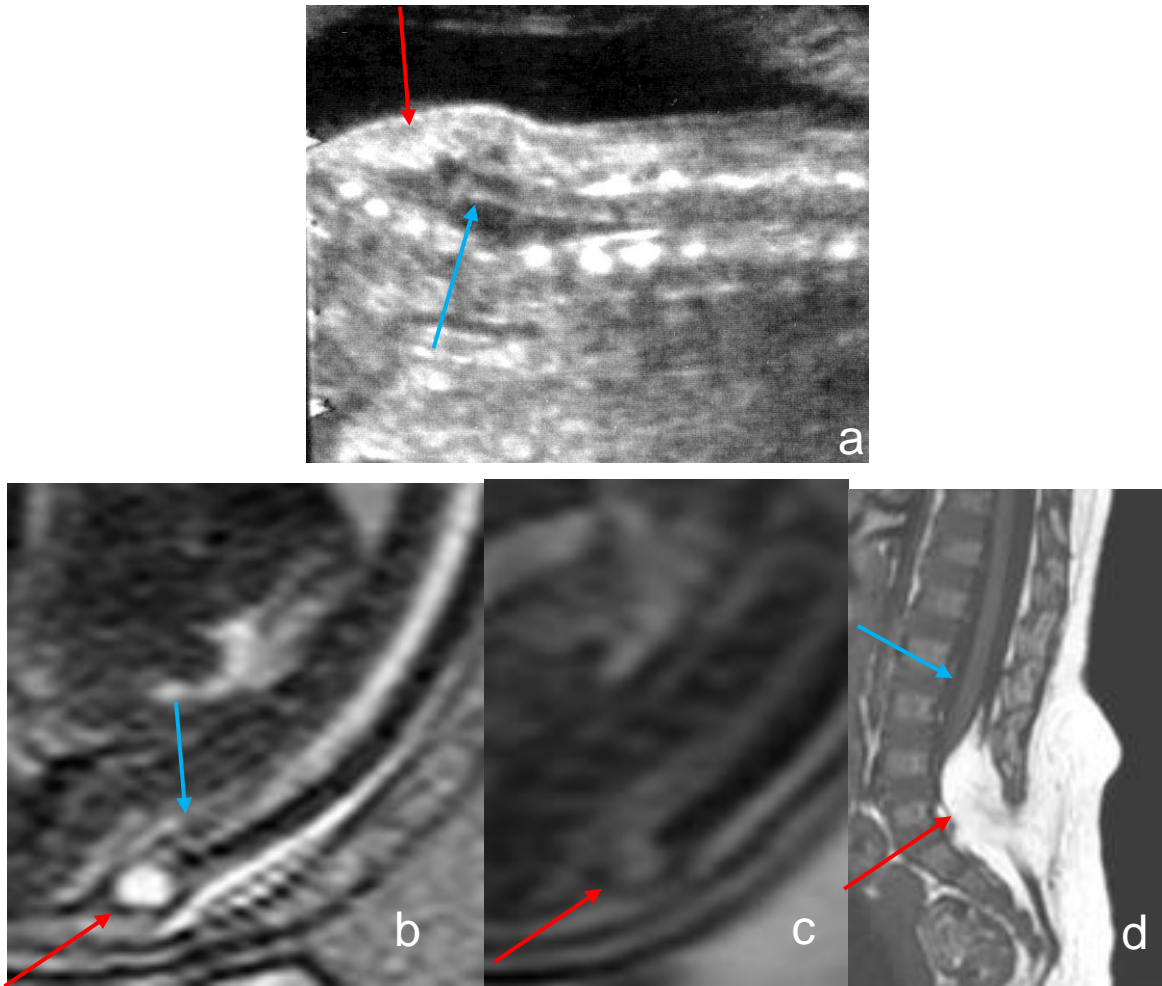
Echographie de dépistage à 23 SA (a) découvrant une masse postérieure lombosacrée échogène (flèche rouge) avec cône terminal semblant s'attacher sur la masse (flèche bleue). L'IRM foetale en coupe sagittale centrée sur le rachis lombo-sacré visualise bien la masse en hypersignal T2 (b), en isosignal T1 (c), avec néanmoins un cône terminal très peu analysable. Le diagnostic de lipomyélocèle est confirmé sur l'IRM en pondération T1 sous anesthésie générale réalisée à 6 mois de vie (d).
